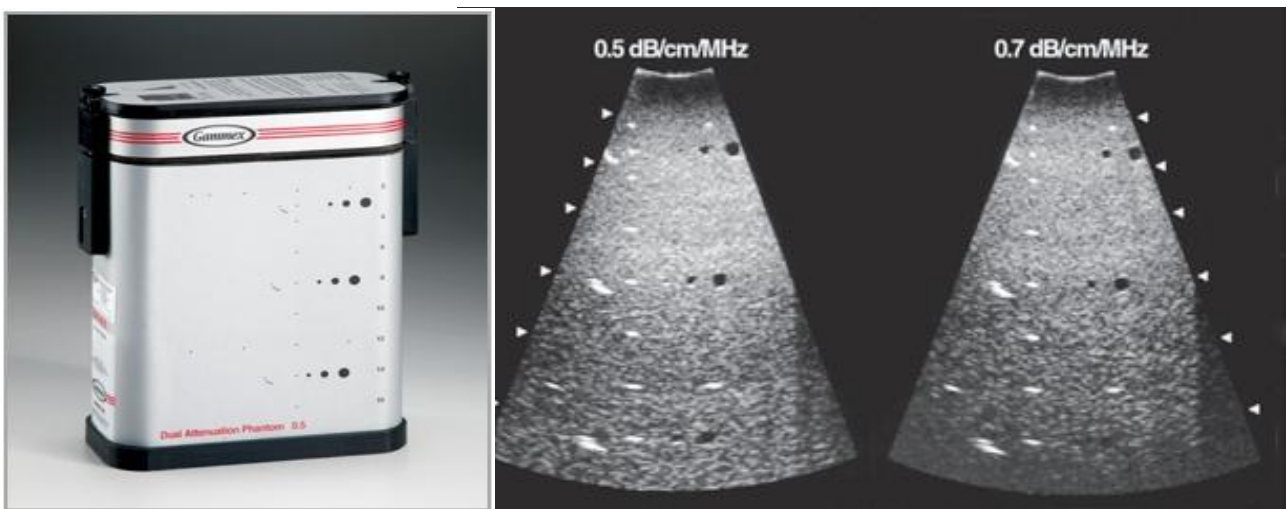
Fantoccio Gammex 406 LE (sinistra) e visualizzazione ecografica del tessuto equivalente al suo interno (destra).
